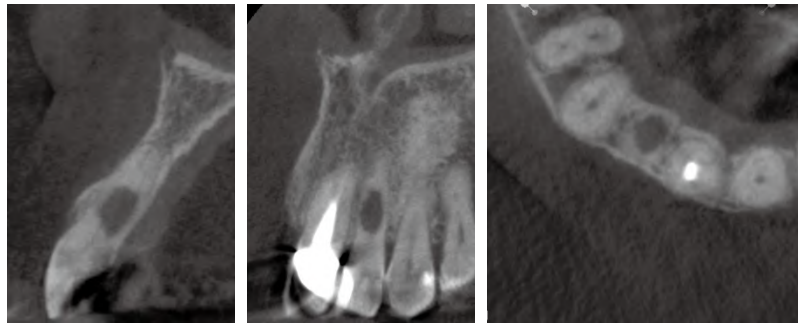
~13-5 術前CT像。CT撮影により外部吸収との鑑別を行い，内部吸収であると診断を確定。内部吸収の進行により，穿孔が起こってきている可能性が高いことも読み取れる
